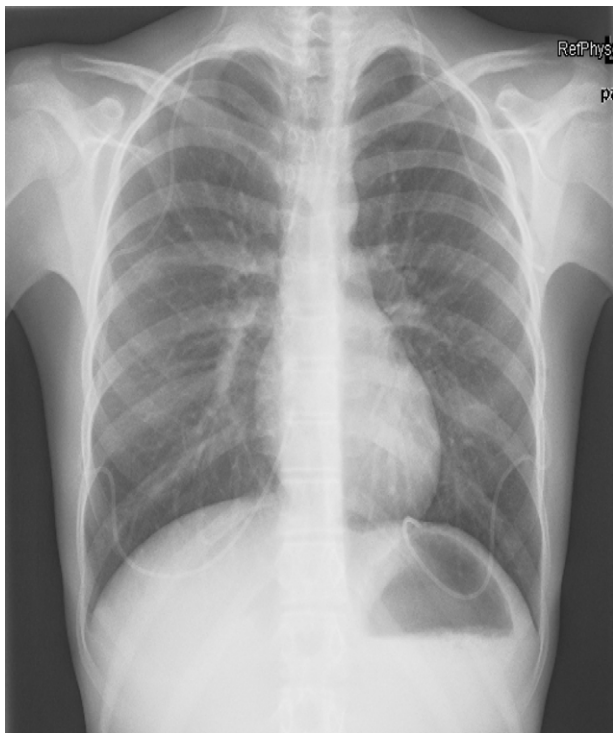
Radiografía de tórax donde se objetivan las dos derivaciones ventrículo-pleurales insertadas en la paciente del primer caso tras la curación de la infección.
